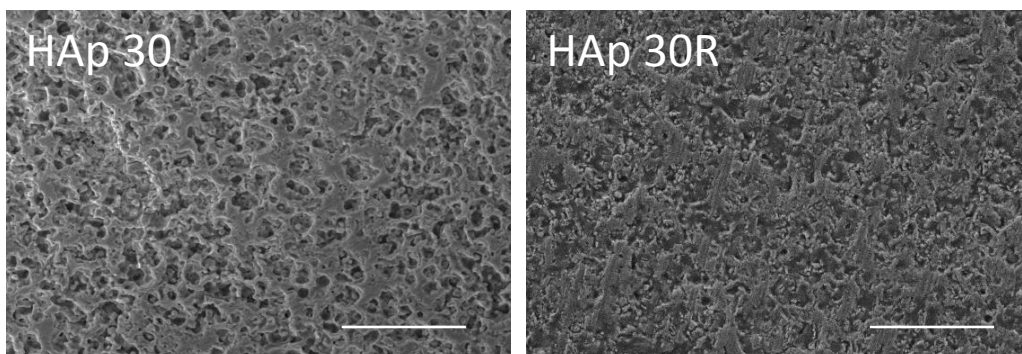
images MEB ($\times 500$, barres = 50 μm) de la microstructure de l'HAp 30% poreuse non imprégnée (HAp 30) et imprégnée (HAp 30R) par la méthode d'imprégnation dans le bain associée à un traitement ultrasonore (IB+Us).
